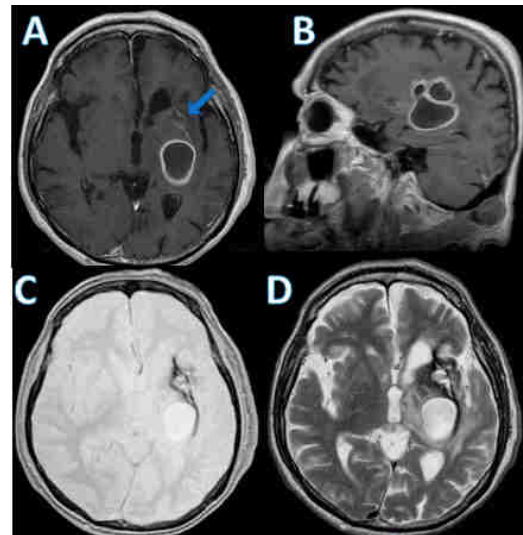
Resonancia magnética: A) ponderada en T1 se muestra lesión hipointensa en misma región, con halo que refuerza a la administración de medio de contraste, se aprecia además lesión insular izquierda sugerente de MAV (flecha); B) Corte sagital T1 contrastado; C) Eco gradiente; D) T2 corte axial.
